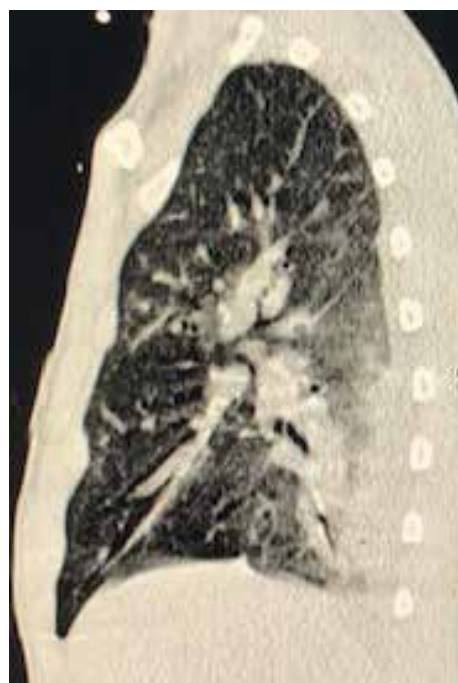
КТ сагитальный скан случай 1.
